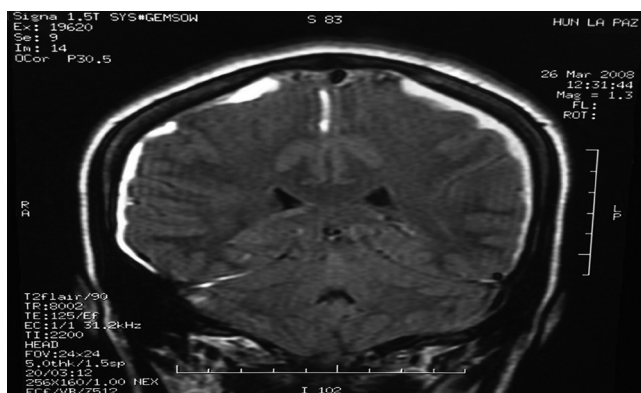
Corte coronal de resonancia magnética cerebral en el que se aprecia hematoma subdural bilateral.
